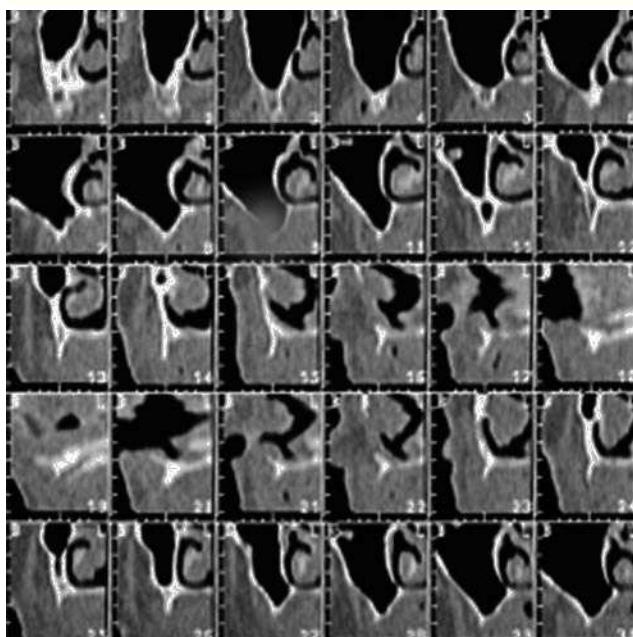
Reconstrucción multiplanar transversal de una TC de maxilar superior.
